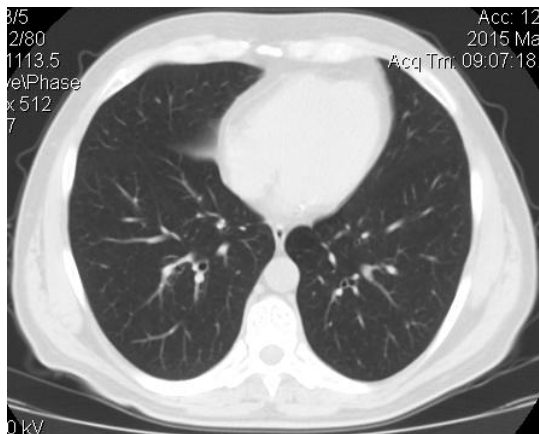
Компьютерная томография органов грудной клетки, MPR реконструкция Больного Д. от 10.03.2015 года
